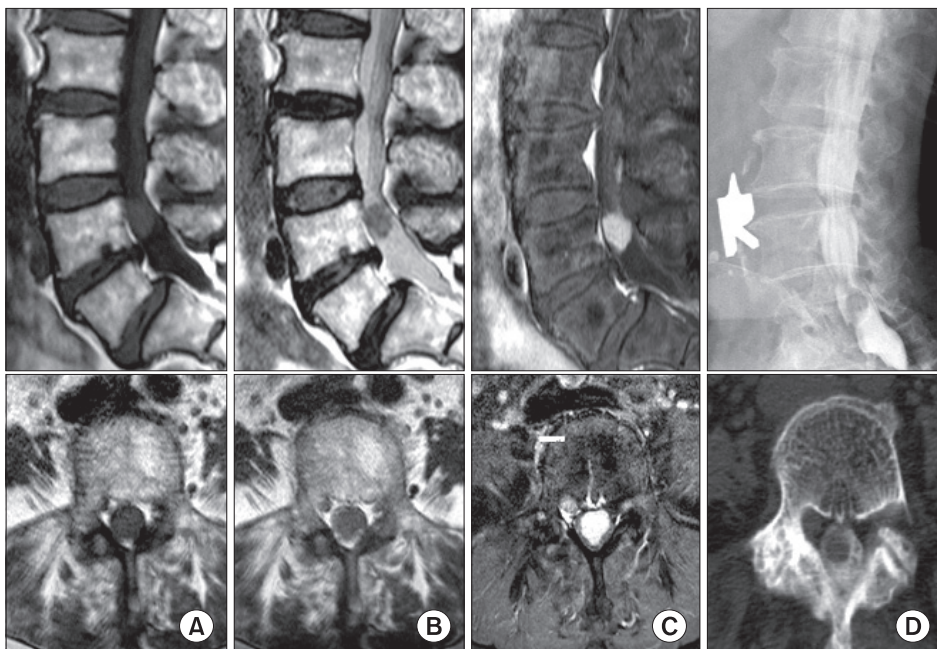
MR images, myelogram and CT myelogram show space occupying mass on L4 level. (A) T1-weighted sagittal and axial MR image shows low-signal intensity lesion. (B) T2-weighted sagittal and axial image shows iso-signal intensity lesion. (C) Gadolinium enhanced sagittal and axial MR image shows high-signal intensity lesion. (D) Myelogram and CT myelogram show space occupying lesion.
